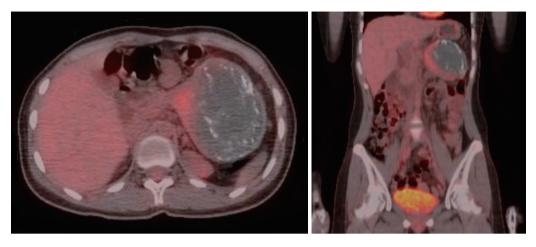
Follow up F-18 FDG PET/CT scan after 45 months with retinoic acid treatment reveals decreased size and metabolism of the mass in the pancreas (SUVmax 3.7,  $94 \times 80 \times 72$  mm) with decreased solid hypermetabolic portion.
